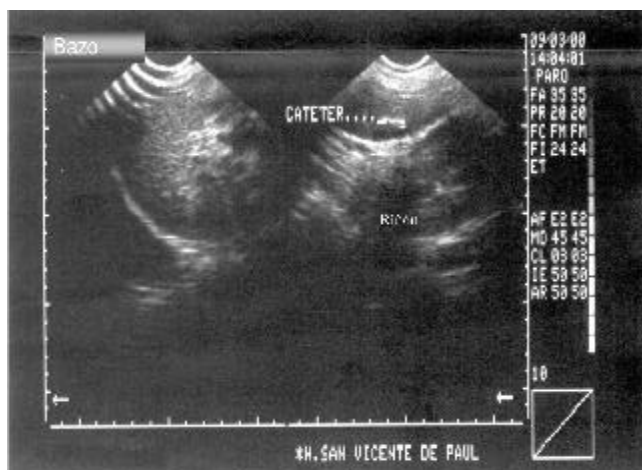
Ecografía corte sagital. Absceso esplénico con catéter para drenaje.
